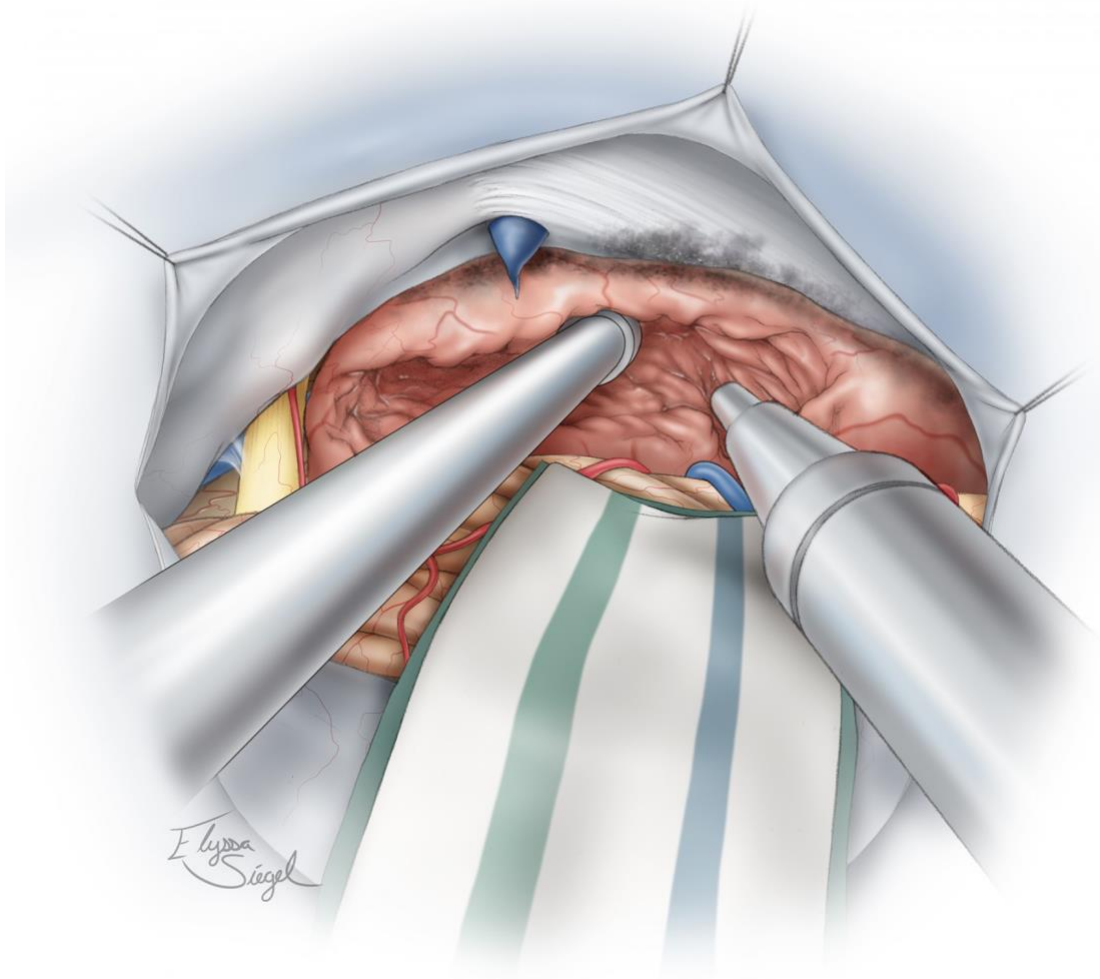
分离肿瘤 (Dedressing) 和阻断肿瘤血供 (Devascularization) 后需进行肿瘤减压 (接下来的 "D" , Decompression) 。可用超声吸引器进行瘤内减压。最初对于肿瘤基底血供的充分阻断有助于此步骤的实施。尽早辨识出肿瘤周围的第 V , VII-VIII 颅神经有利于更好的保护它们。
